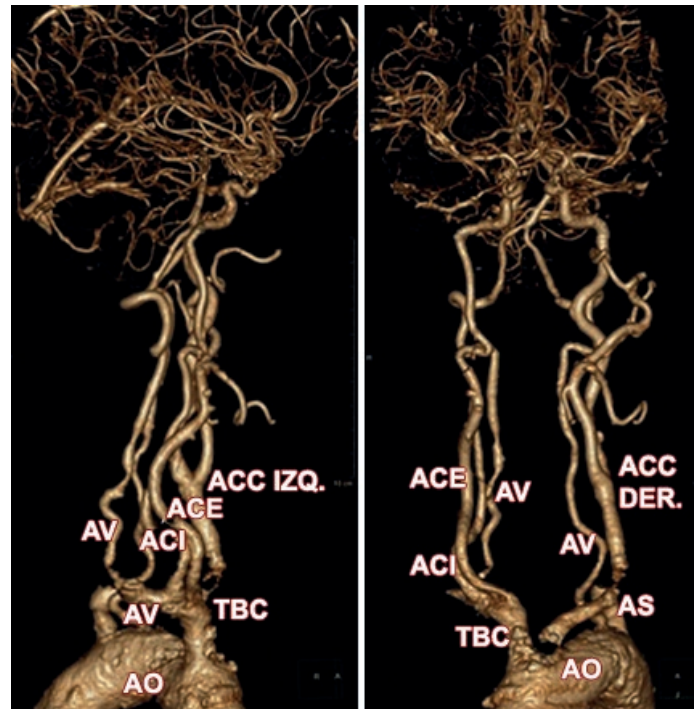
Reconstrucciones 3D de Angio Tomografía Computada demuestran el origen de la arteria carótida interna (ACI) y arteria carótida externa (ACE) a nivel del tronco braquiocefálico (TBC)
